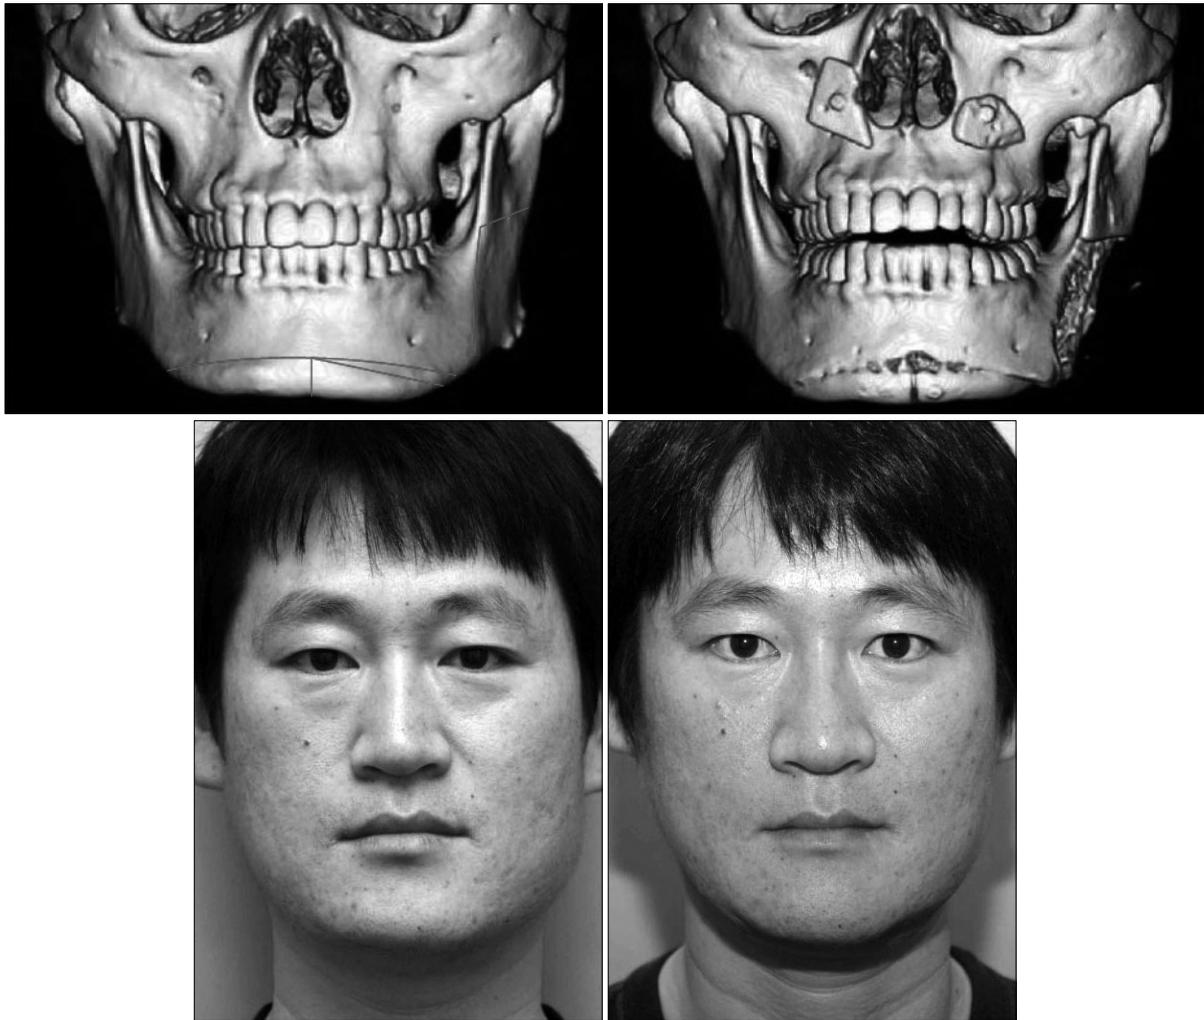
Case 3. A 36-years-old man presented with asymmetric chin & mandible angle. After horizontal and vertical osteotomy, yawing of both osteomized segment and rolling of right osteomized segment were done with wedge ostectomy. Also right angle sagittal ostectomy and pyriform aperture augmentation were done. (Above, left) Preoperative 3 dimensional CT scan. (Above, right) Postoperative 3 dimensional CT scan. (Below, left) Preoperative view. (Below, right) Postoperative view.
